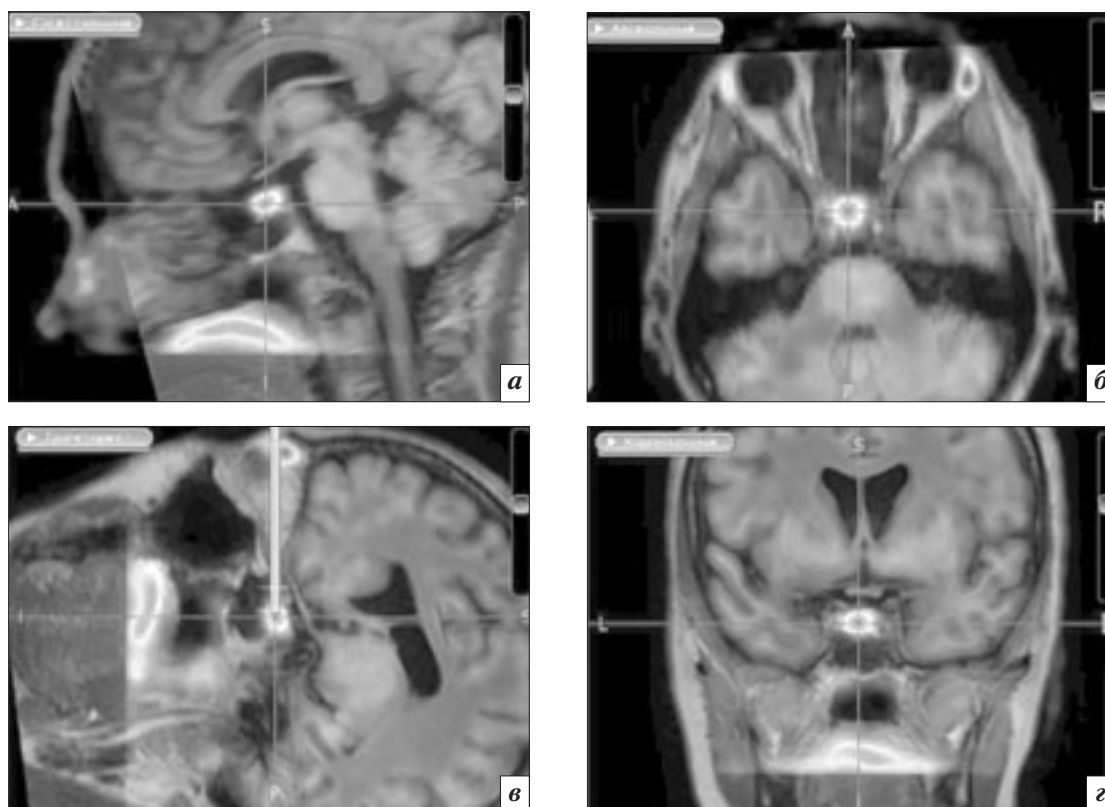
Контроль точности совмещения МРТ- и ПЭТ-изображений по анатомическим маркерам. Базовое изображение: МРТ в режиме T1-ВИ, оверлей: ПЭТ с ^{11}C -метионином в тональности «rainbow»: *a* – сагиттальная плоскость; *б* – аксиальная плоскость; *в* – косая плоскость сечения мозга; *г* – корональная плоскость. На срезах и реконструкциях в трех плоскостях сечения (*a*, *б* и *г*) отмечено совпадение изображений гипофиза, блуждающего ската, вершины IV желудочка. Белая линия в косой плоскости (*в*) указывает на зону накопления радиофармпрепарата в области гипофиза, совпадающую с положением турецкого седла
